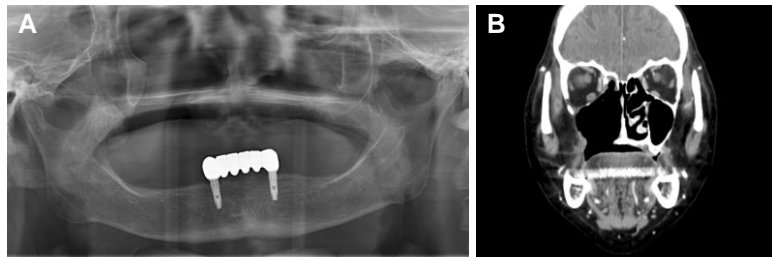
Postoperative panorama (A) and CT image (B) show the loss of the right maxillary sinus floor and nasal turbinates.
